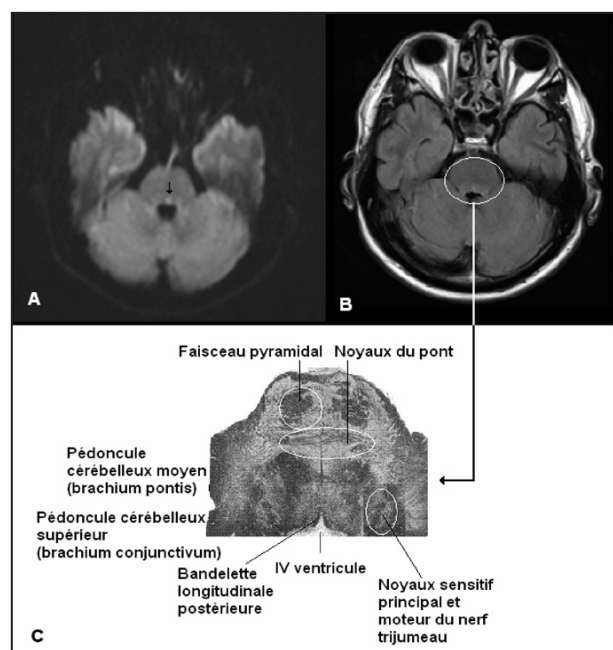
A : Séquence IRM de diffusion, coupe transversale au niveau de la région moyenne du Pont. La flèche noire indique une zone d'ischémie aiguë au niveau de la bandelette longitudinale postérieure gauche. B : Séquence FLAIR correspondante. C : Coupe anatomique passant au même niveau et montrant la localisation des bandelettes longitudinales postérieures.
